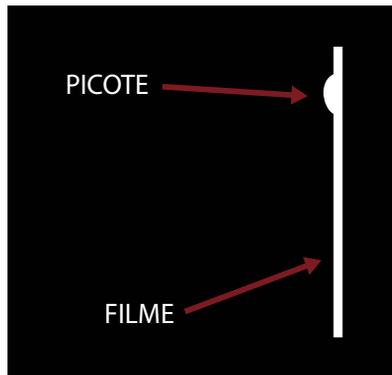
Manuseio da radiografia periapical.
